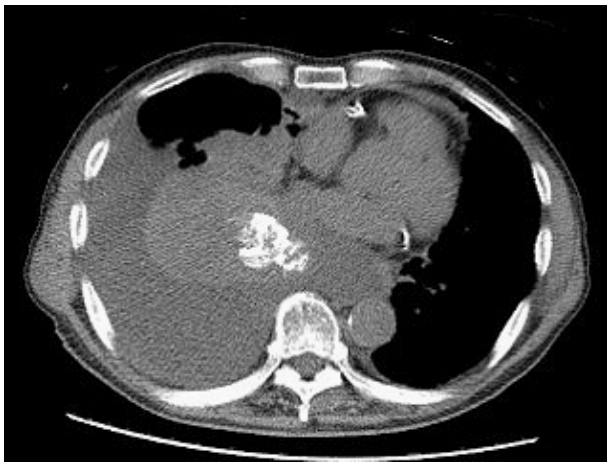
CT revealed massive right pleural effusion.
